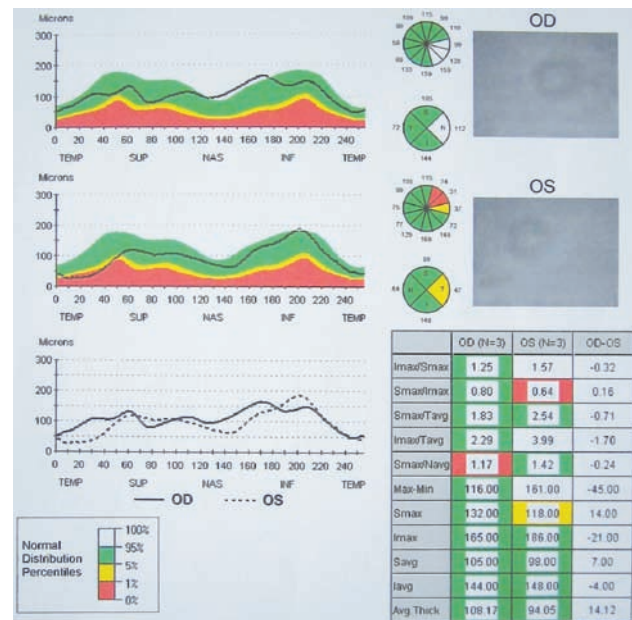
Imagen de la tomografía de coherencia óptica (OCT) realizada a la paciente.
